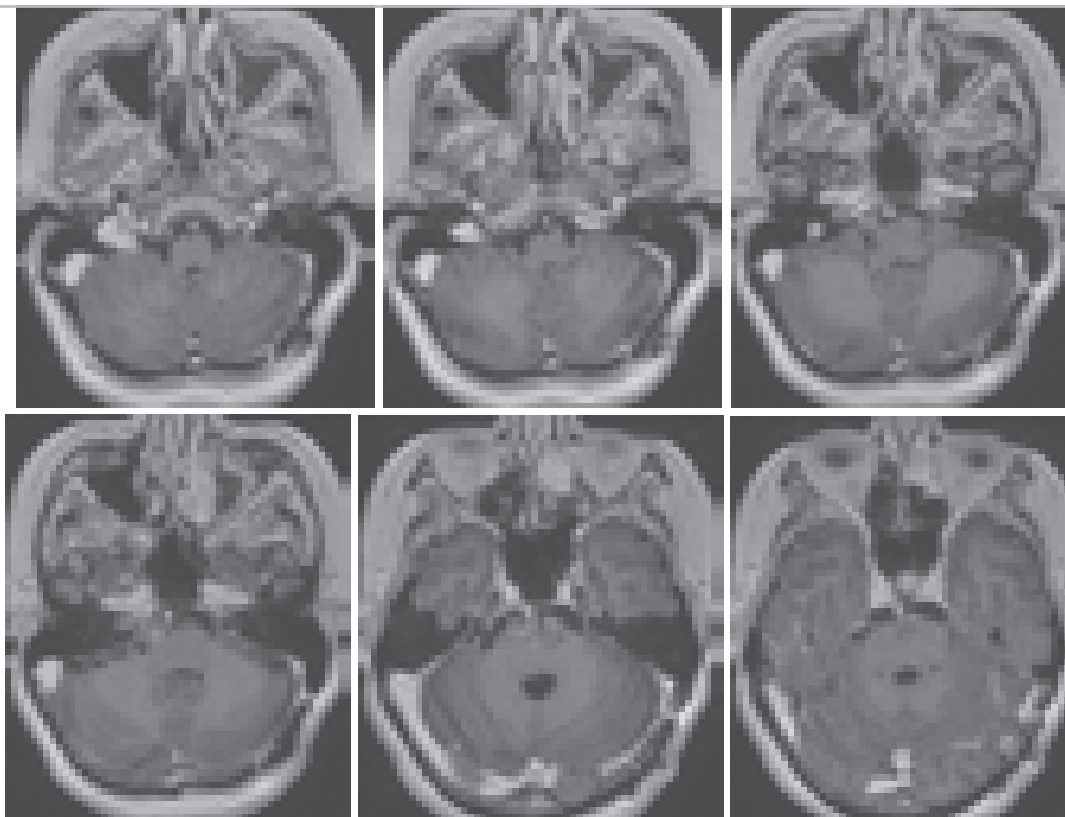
При МРТ через 1,5 месяца остатков опухоли не выявлено. Больная С. 55 лет. T1-взвешенные МРТ с контрастным усилением.
